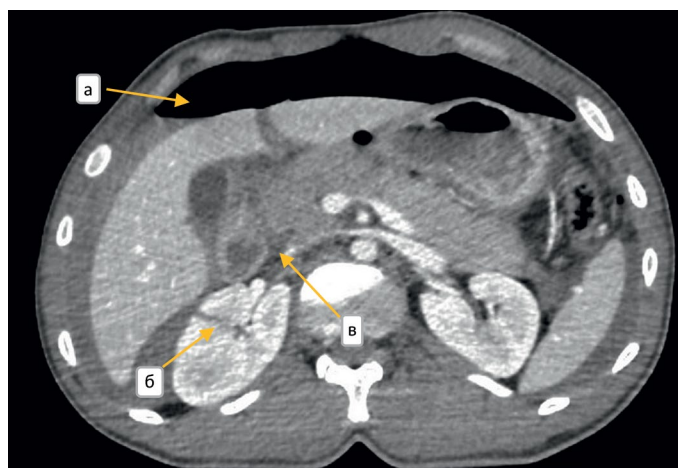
МСКТ органов брюшной полости с контрастированием в аксиальном срезе: а) свободный газ в брюшной полости; б) участок повреждения правой почки; в) участок повреждения поджелудочной железы
